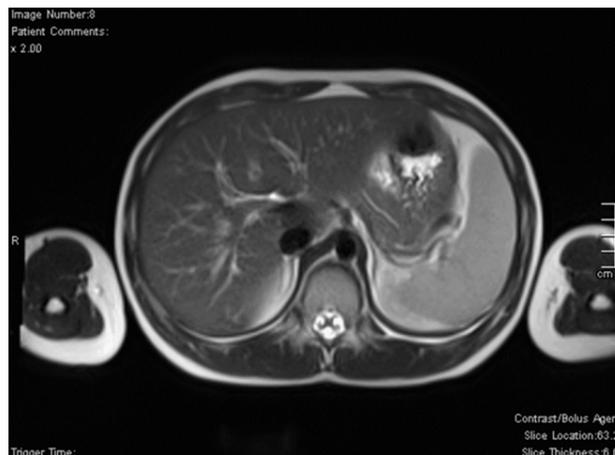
МРТ брюшной полости. Умеренные диффузные изменения поджелудочной железы.
